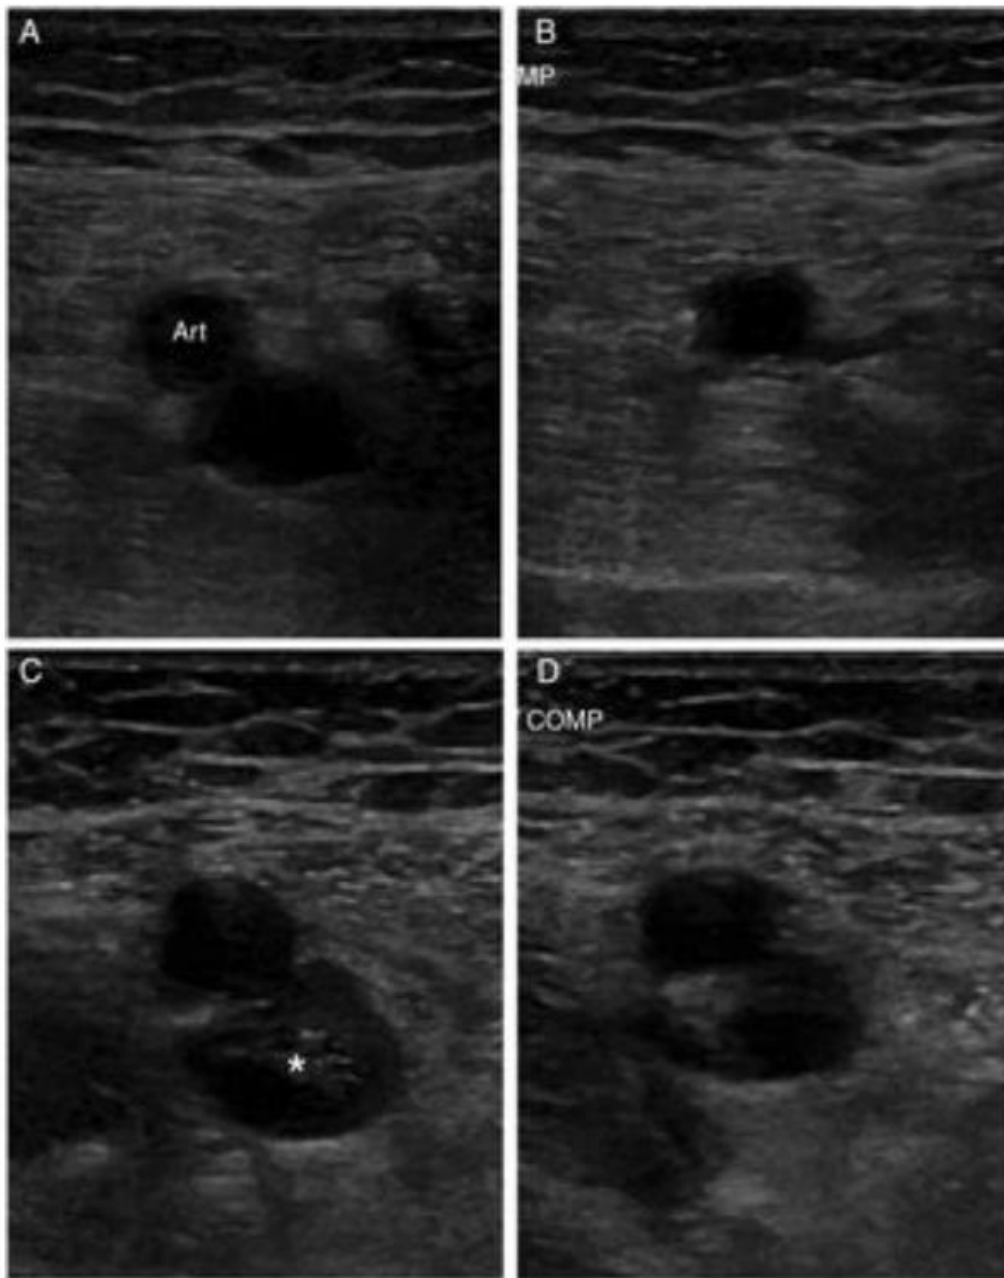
Exploración ecográfica de la vena femoral. A) Vena sin compresión. B) Vena con compresión, completamente colapsada. D) Vena con material ecogénico en su interior, indicativo de trombosis venosa. C) Falta de compresibilidad. Fuente: Needleman L, Cronan J, Meissner M. Ultrasound for Lower Extremity Deep Venous Thrombosis. Circulation. 2018;137(14):1505-1515. ⁽⁴⁶⁾
